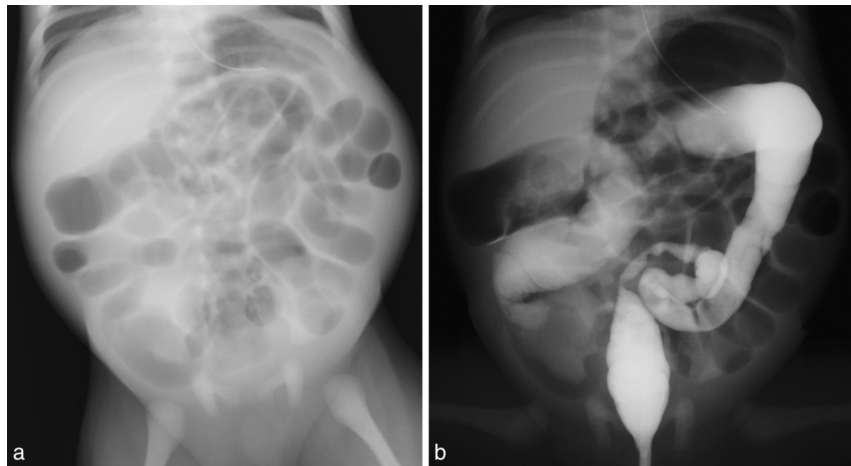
Hypoganglionosis 症例の生後 2 日目の腹部単純写真 (a) と注腸造影検査 (b)
